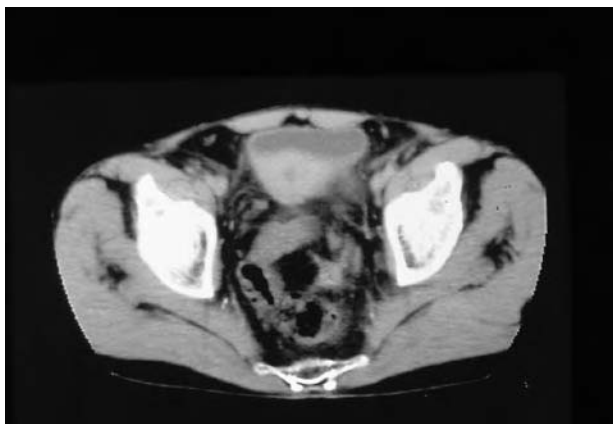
TAC abdominal: engrosamiento de la pared vesical posterior.
